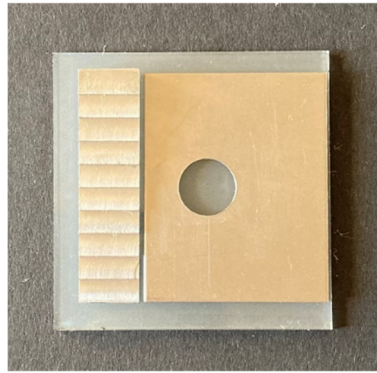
Anordnung des Versuchsaufbaus zur Ermittlung der Röntgensichtbarkeit. Aluminiumtreppe (absteigende Dicke von oben nach unten) und das 1 mm dicke Titanplättchen mit einer 10 mm runden Aussparung für das zu testende Material, zusammen auf einer Glasplatte platziert.
